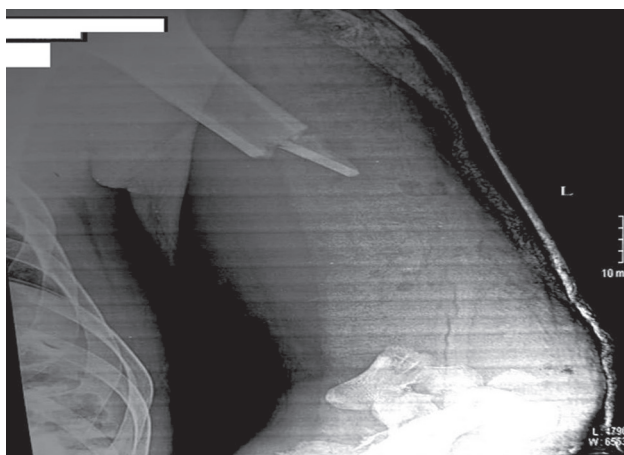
Рентгенограмма левого плеча пациента С.К., 1994 г.р., при поступлении 10.10.2016 г.
